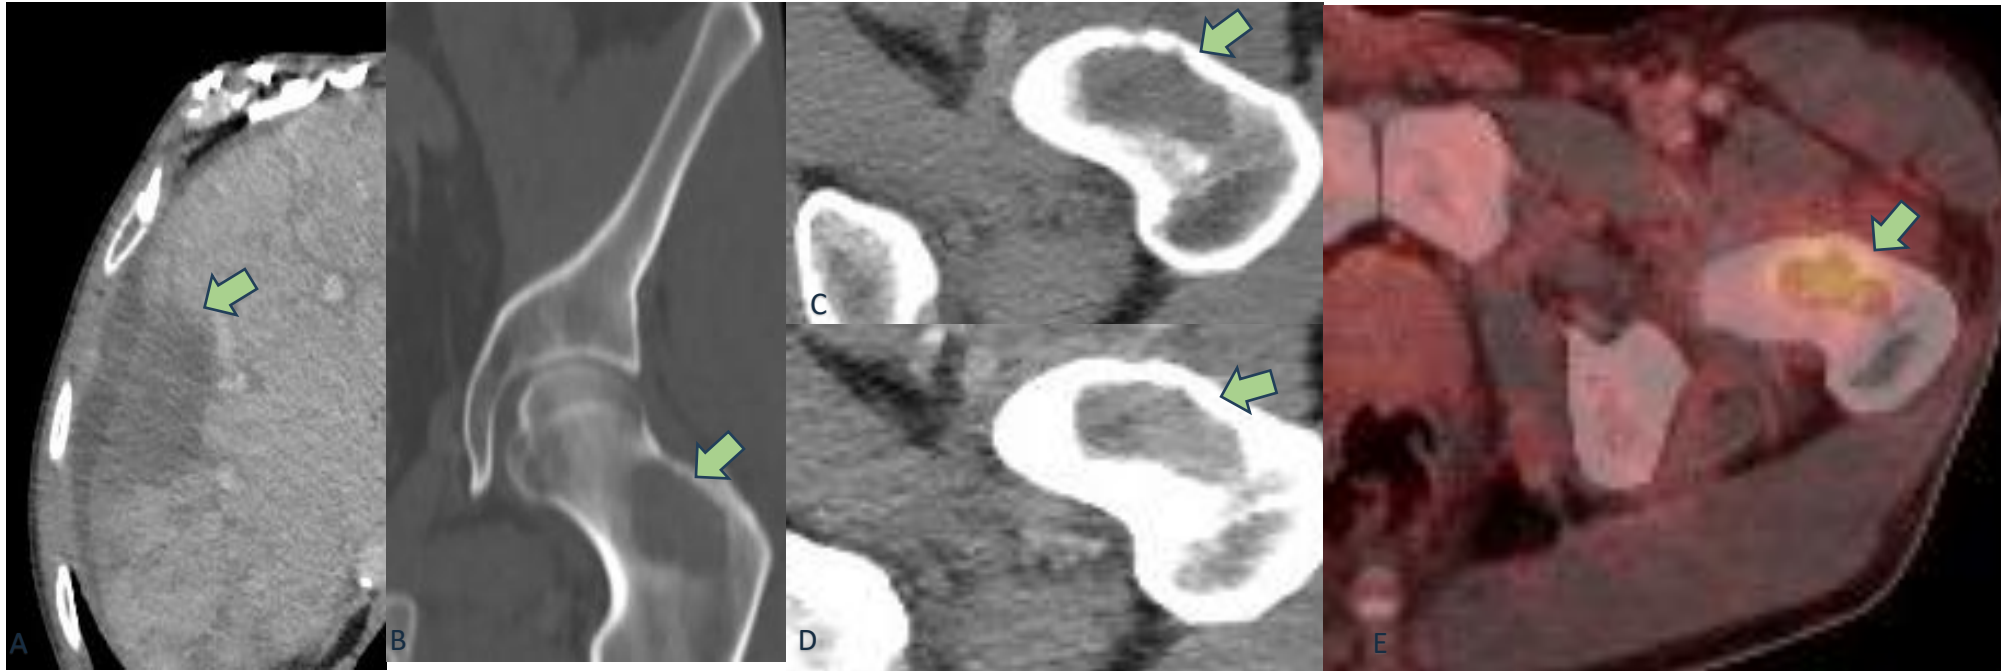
Paciente de 34 años con antecedente de CHC tratado, en el contexto de una hepatopatía secundaria a cirugía de Fontan, que presenta un aumento de la AFP y ausencia de lesiones viables en el hígado (A). La TC de seguimiento revela una lesión lítica en el cuello femoral izquierdo (B, C, D), con una intensa captación de fluorodesoxiglucosa (FDG) en la PET-TC (E). La cirugía de resección confirmó una metástasis derivada del CHC.
